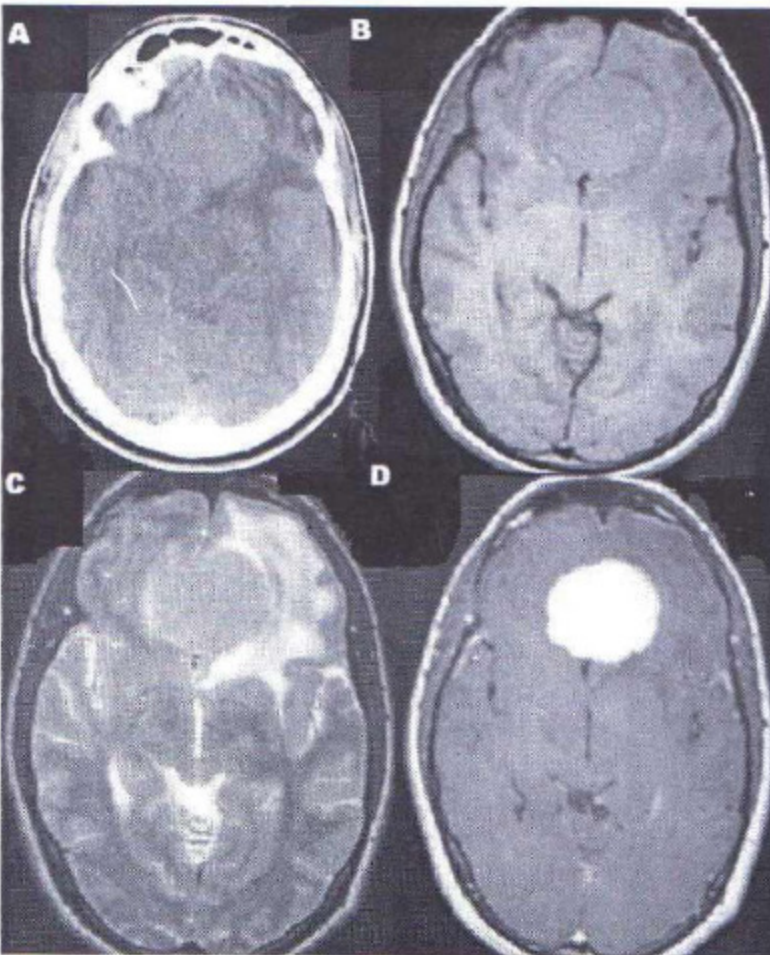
Caso 7. A: Tomografía de encefalo prequirúrgica. B-C-D: RMN prequirúrgica, cortes axial en secuencia T1, T2 y T1 con contraste, respectivamente. Que evidencian meningioma anaplásico parasagital.
